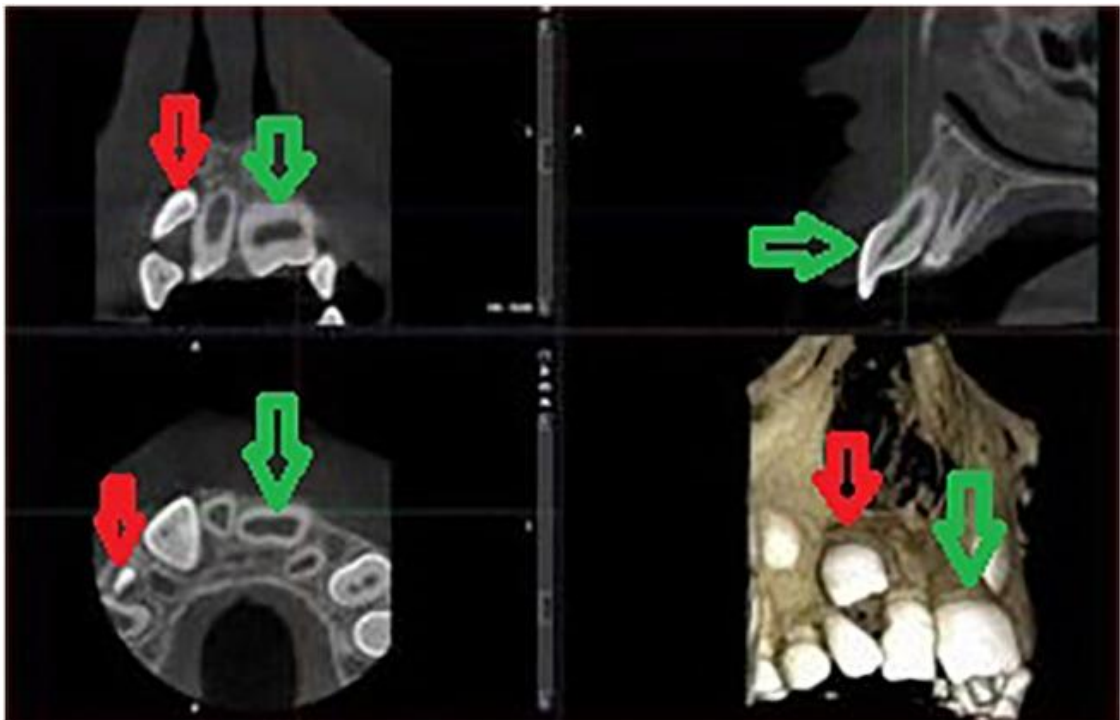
CBCT montrant la dent double (flèche verte) et la dent surnuméraire (flèche rouge) [67].
